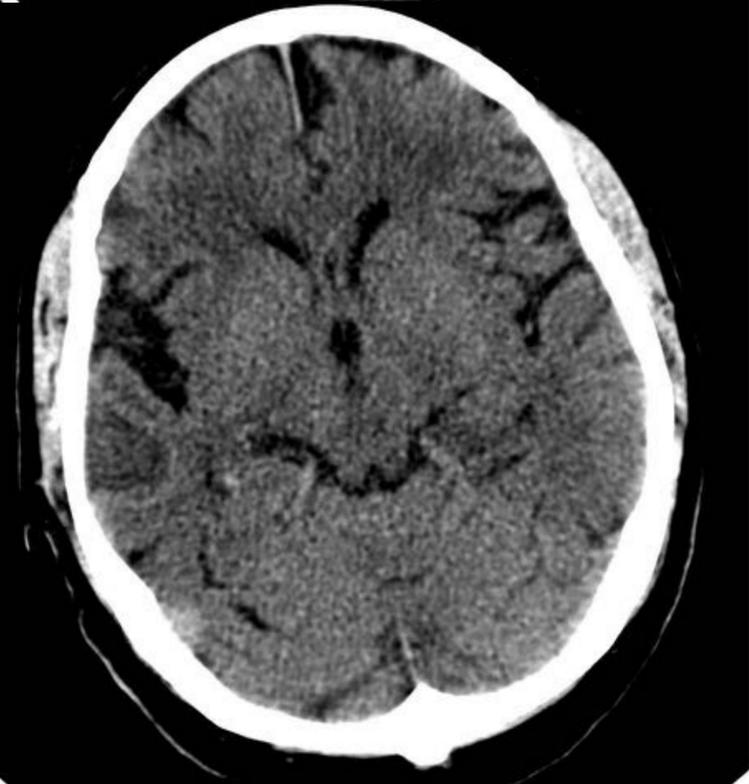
TC del mismo paciente de Imagen 1 realizado a las 24 horas por empeoramiento clínico. No se evidencian alteraciones.
